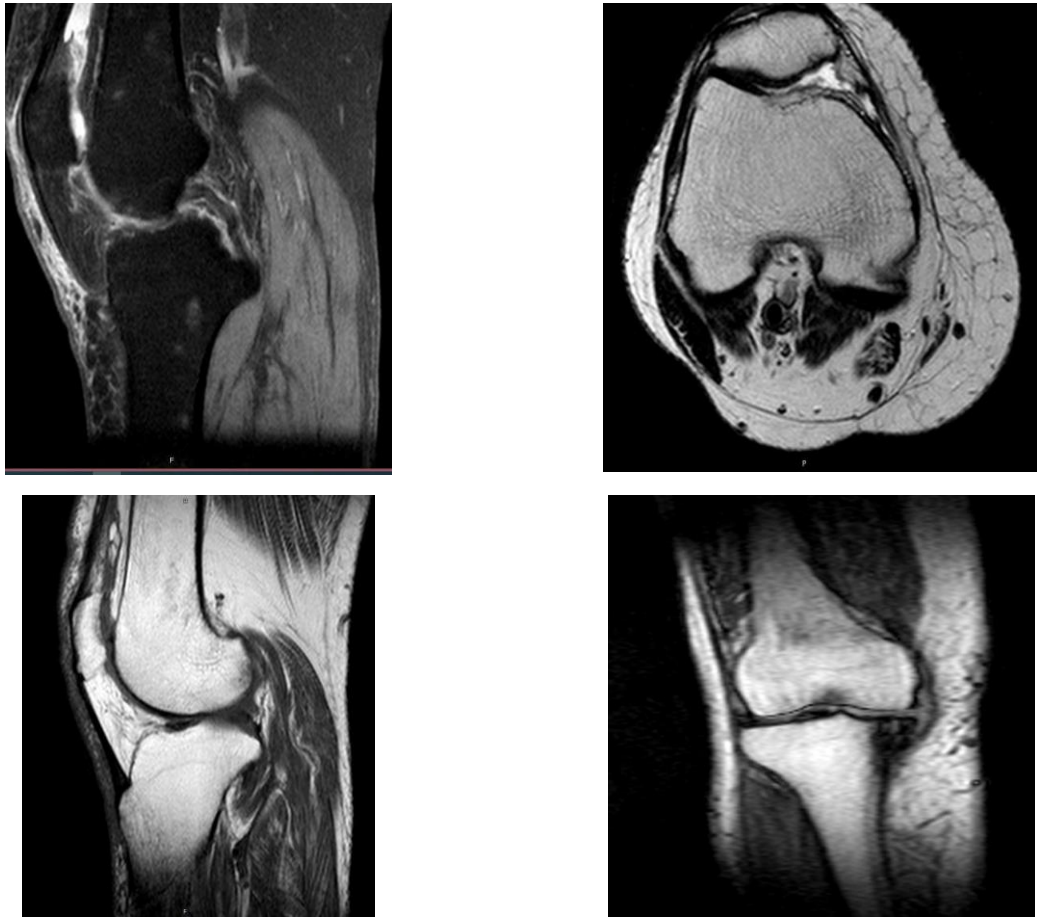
МРТ коленного сустава.
